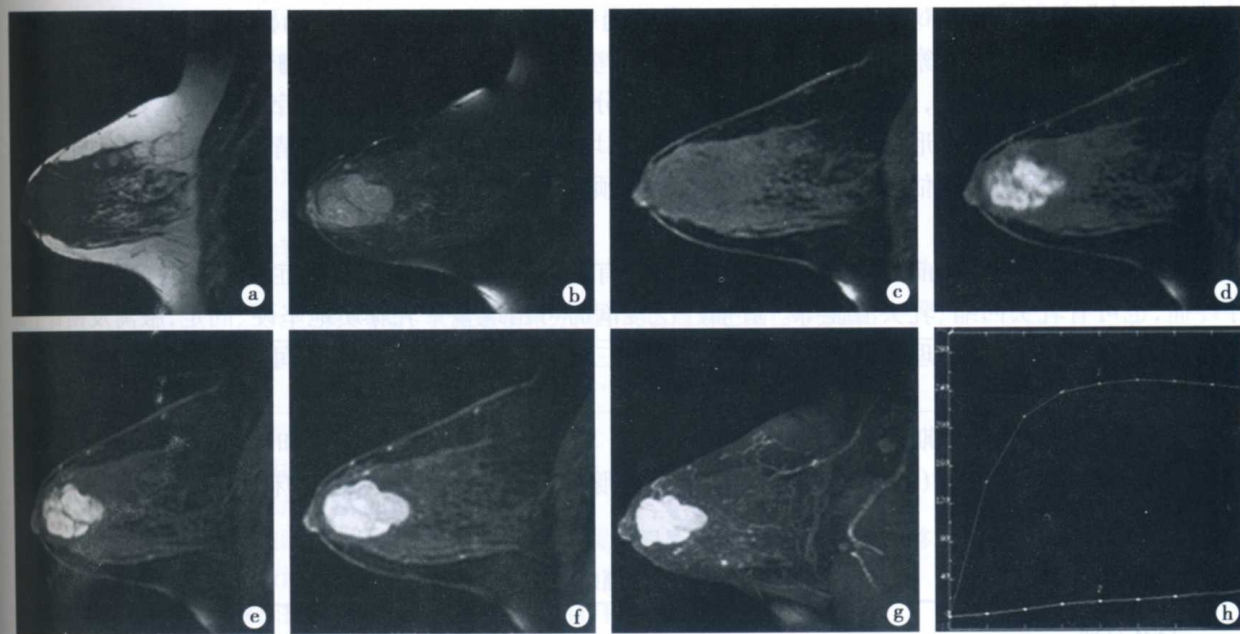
右乳腺低度恶性叶状肿瘤 MRI 表现
